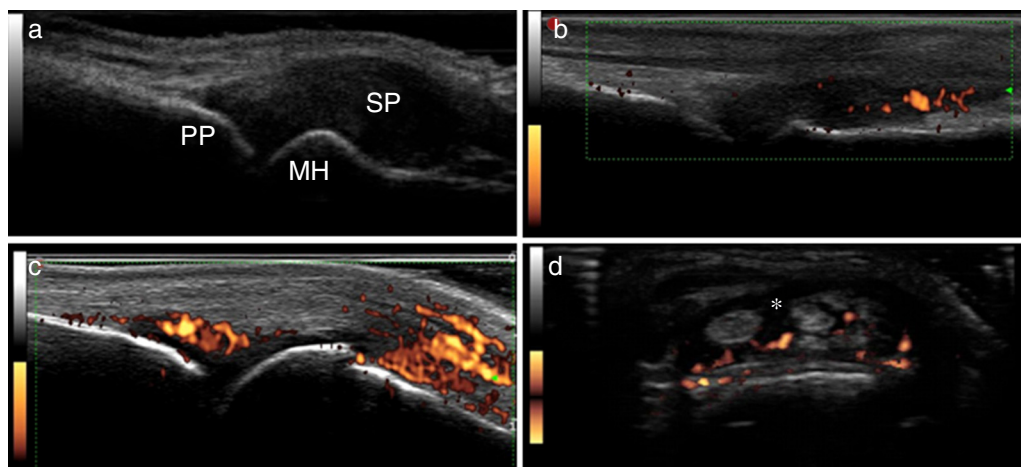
Parâmetros de inflamação do US10: a, proliferação sinovial grau 3; b, sinovite pelo Power Doppler grau 2; c, sinovite pelo Power Doppler grau 3; d, tenossinovite pelo Power Doppler. MH, cabeça do metacarpal; PP, falange proximal; SP, proliferação sinovial; *, tenossinovite.
